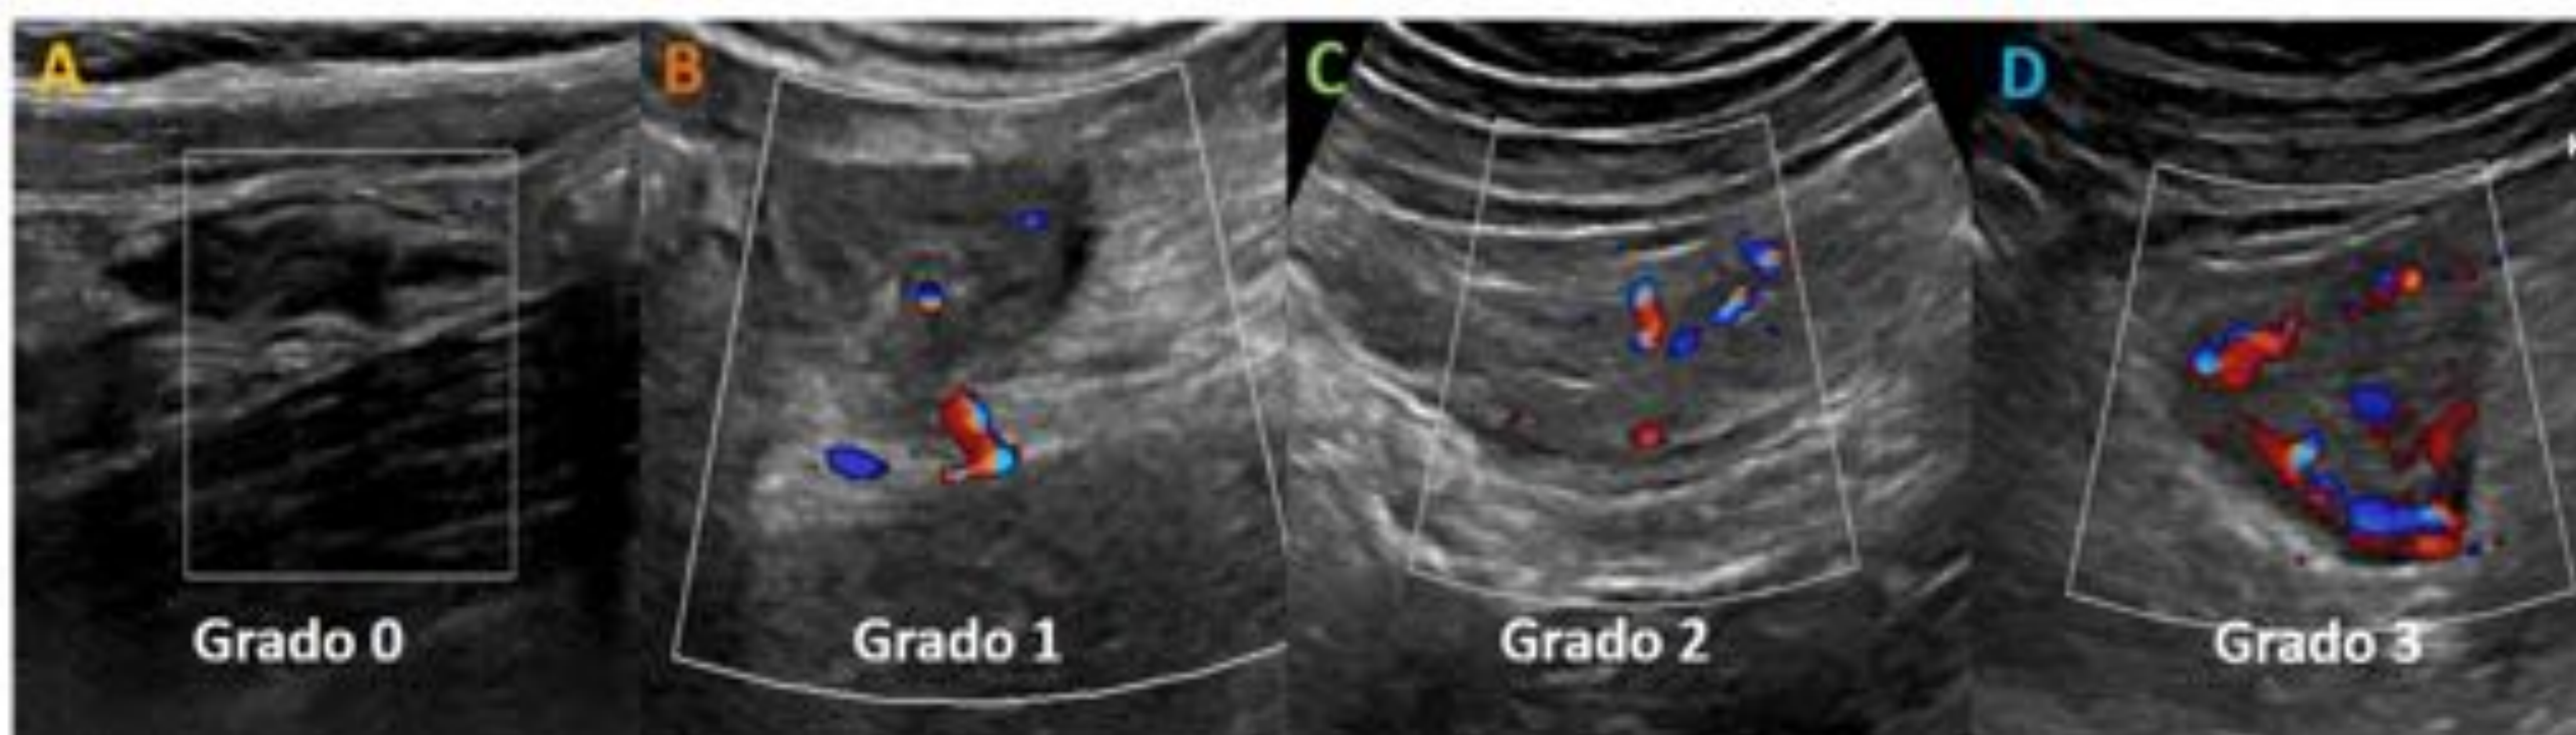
Escala de Limberg modificada: valoración semicuantitativa mediante Doppler color de la vascularización del asa intestinal. Grado 0 (A): ausencia de señal doppler; Grado 1 (B): pequeños puntos de señal Doppler no confluentes; Grado 2 (C): áreas de señal Doppler lineal confluyente; Grado 3 (D): marcado aumento de la señal, que ocupa la práctica totalidad de la pared del asa intestinal y la grasa perientérica.
